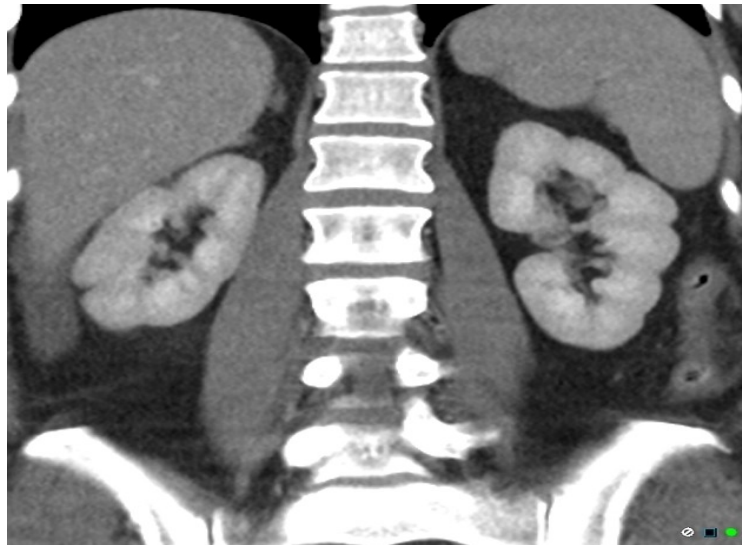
3D rekonstrukcija kontrastnog CT-a. Prekobrojni bubreg desno. ( preuzeto s <https://www.sciencedirect.com/science/article/pii/S2214442018303930>,16.5.2020. )
